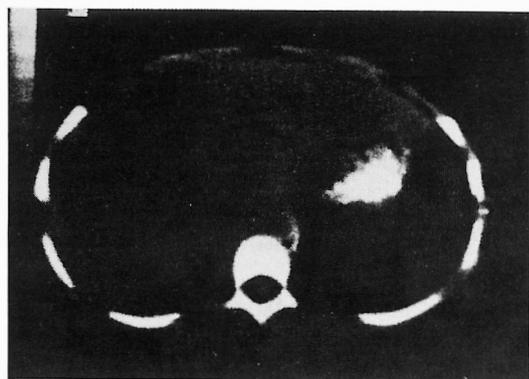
TAC abdominal: abscessos hepáticos.
